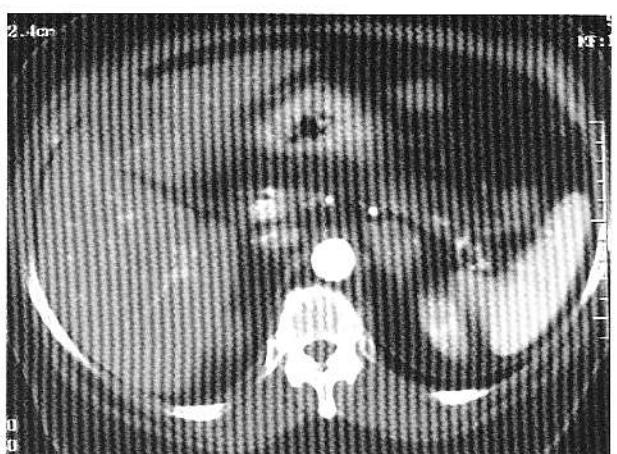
CT (faza arterială): hemangioma segment IV - opacificare periferică.
